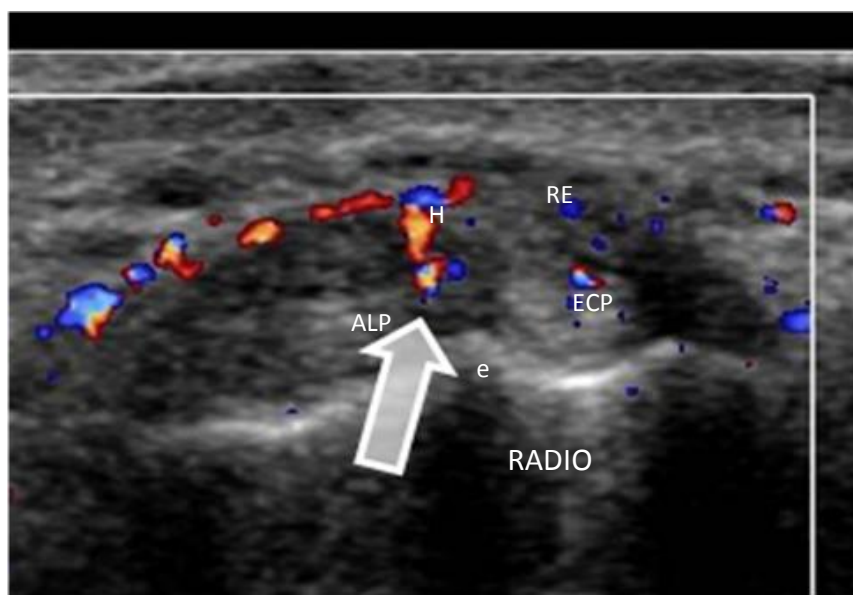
B: Ecografía con plano transversal de primer compartimento extensor mostrando tabique de separación entre tendones del ECP y ALP desde radio a RE. Imagen de tenosinovitis selectiva con Doppler que demuestra la hipervascularización (H) de la zona en paciente con De Quervain. Además tabique entre ALP y ECP desde radio a RE. Foto cedida Dr. A. Bueno.
